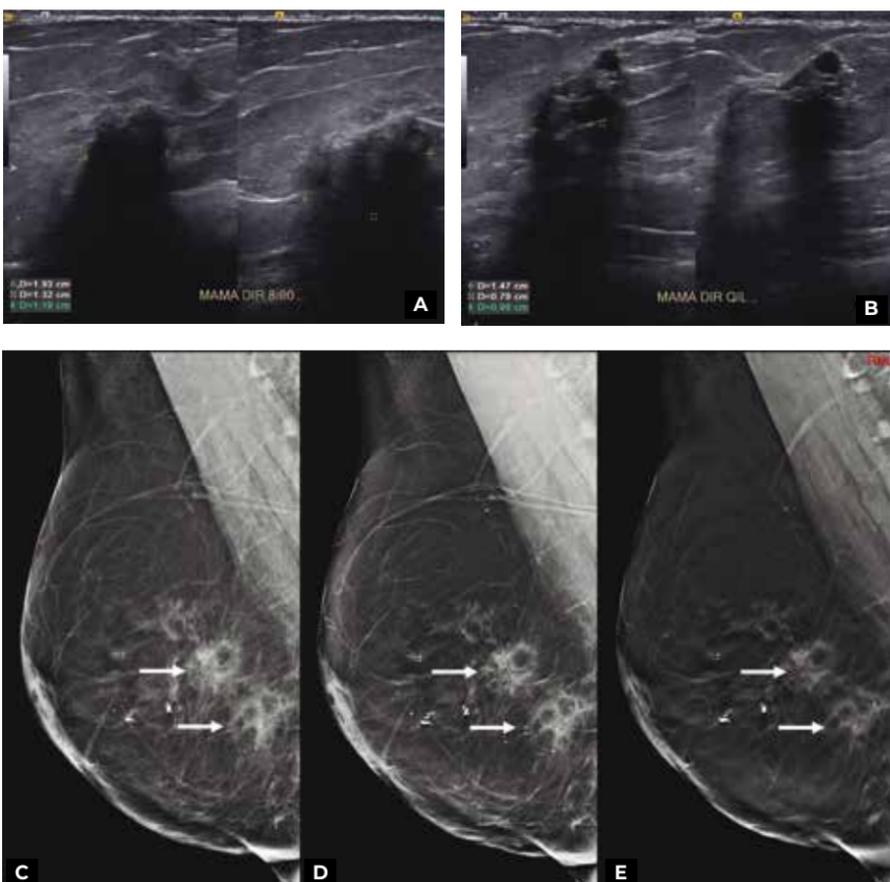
Paciente 51 anos, apresentando duas áreas palpáveis (7h e 8h) na mama direita após mamoplastia redutora há 5 meses. Foi submetida inicialmente a ultrassonografia que demonstrou dois nódulos (A, nódulo às 8h; B, nódulo às 7h) com ecotextura heterogênea, margens indistintas e sombra acústica. A seguir, foi submetida a incidências de mamografia (C) e tomossíntese (D, mamografia sintetizada; E, cortes de tomossíntese), que demonstraram áreas de gordura no interior das lesões (setas), confirmando o diagnóstico de esteatonecrose (benigno).
